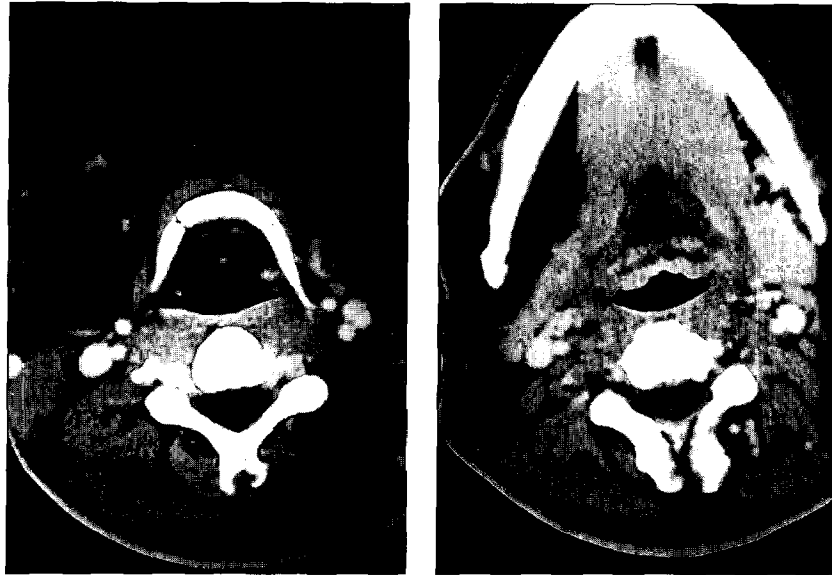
(Left) Postcontrast axial CT scan shows lipoma in right neck just anterior to sternocleidomastoid muscle that extends to the level of vocal cord and arytenoid cartilage inferiorly. (Right) The lipoma lies deep to the platysma, displacing medial pterygoid muscle and mylohyoid muscle. There is irregularity in the interface between lipoma and masseter muscle indicating infiltration into the muscle.
